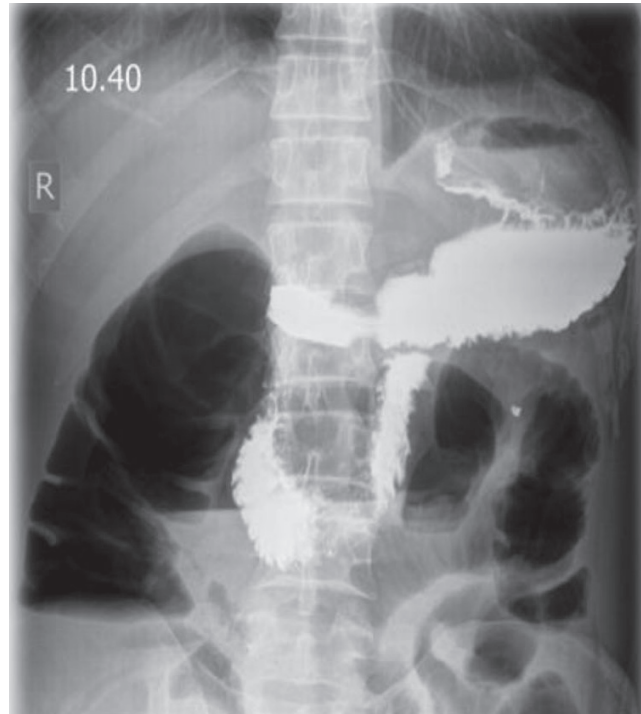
Вогнепальне поранення живота. На рентгенограмі визначається вільна рідина у центральних відділах черевної порожнини, пневматоз тонкої кишки
